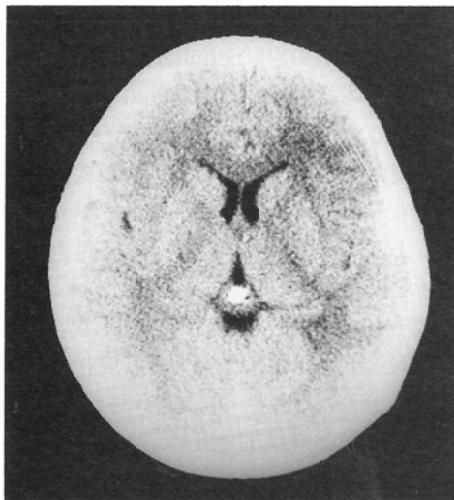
10-year-old boy. He had pineal region tumor. After V-P shunt operation, 40Gy irradiation performed. Definite pineal calcification is present on both CT and lateral view of plain radiographs (Grade 4).
